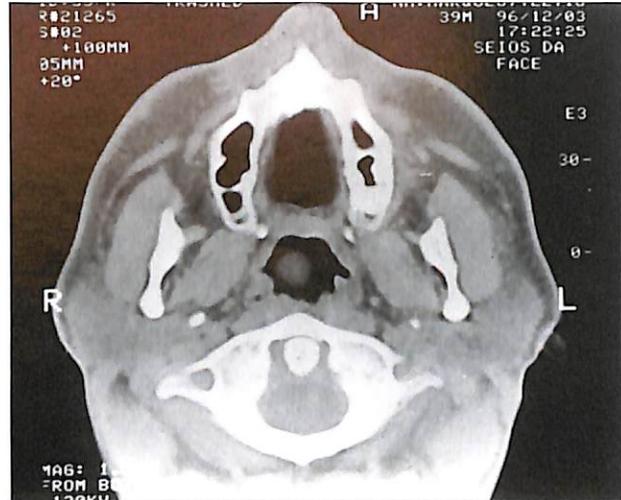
Tomografia computadorizada de seios da face com massa de aspecto sólido, noduliforme, sem plano de clivagem em parede posterior da rinofaringe, causando obstrução importante de sua luz.
